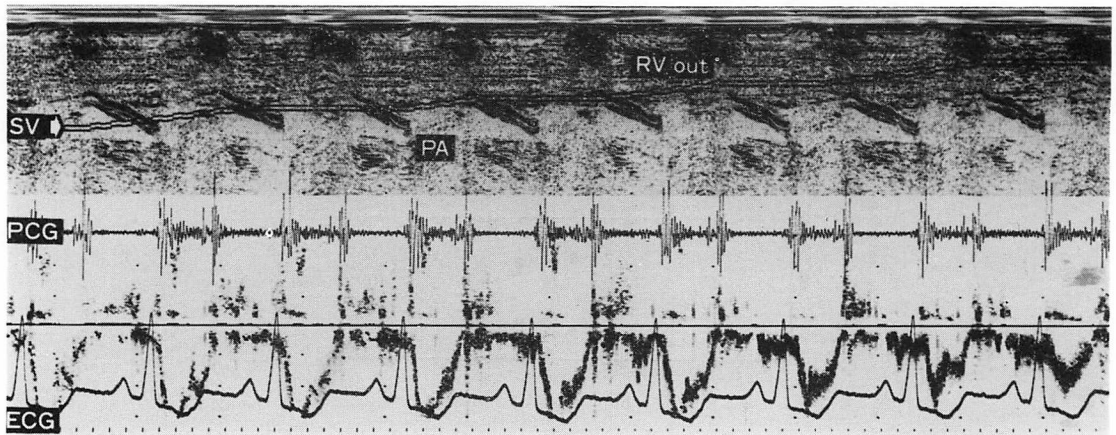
The changes of the flow velocity obtained when the sample volume (SV), which is shown by a pair of lines on the M-mode echocardiogram, is moved from the pulmonic valve to the right ventricular outflow tract.
